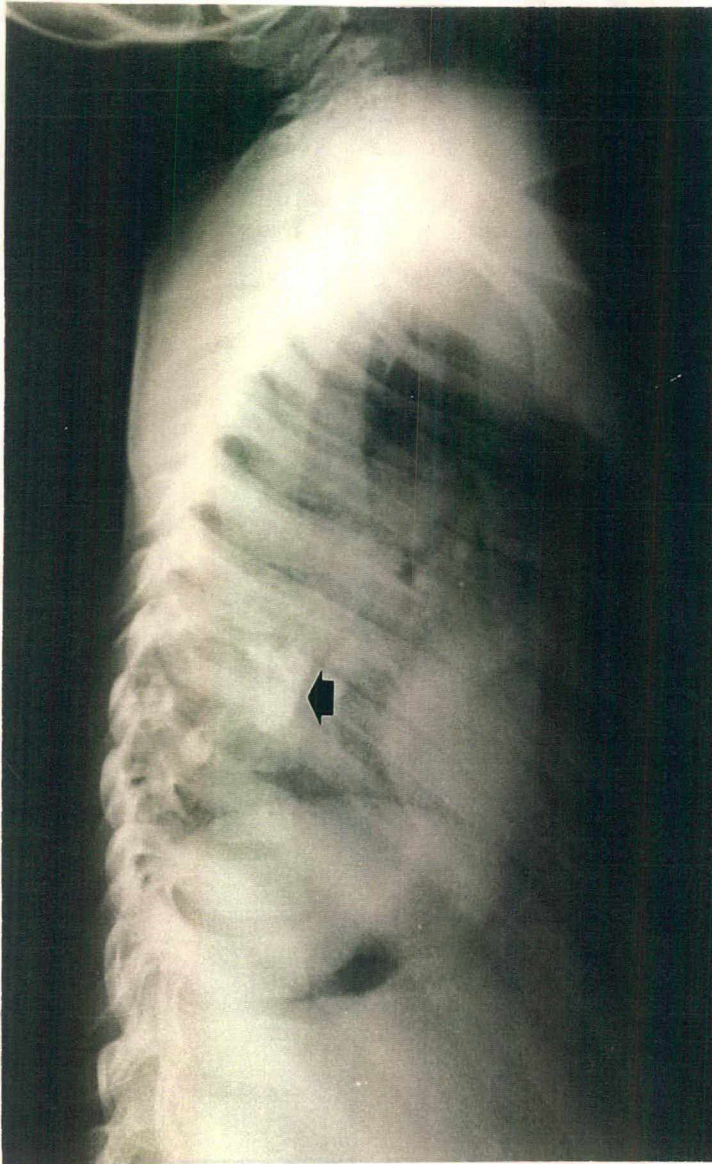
Radiografia simples de tórax em perfil mostrando tumoracão no mediastino posterior.
